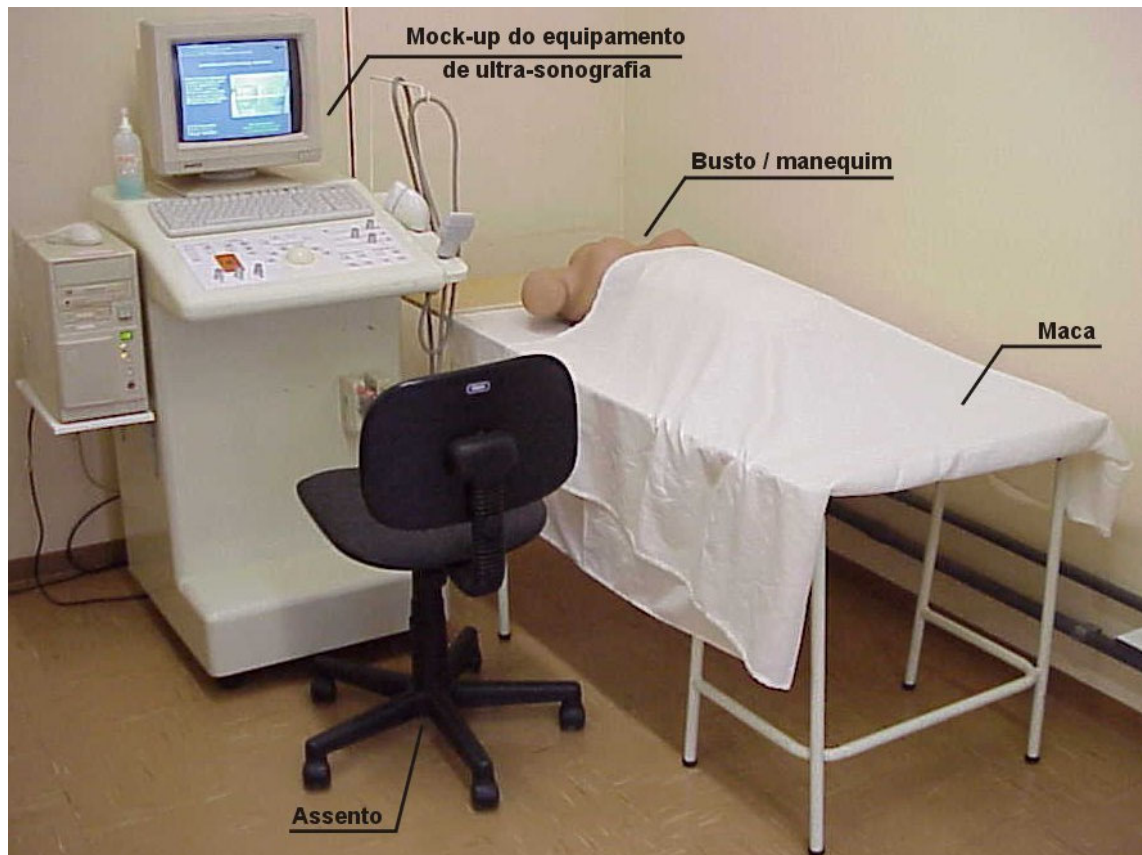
Simulador do equipamento de ultra-sonografia.
